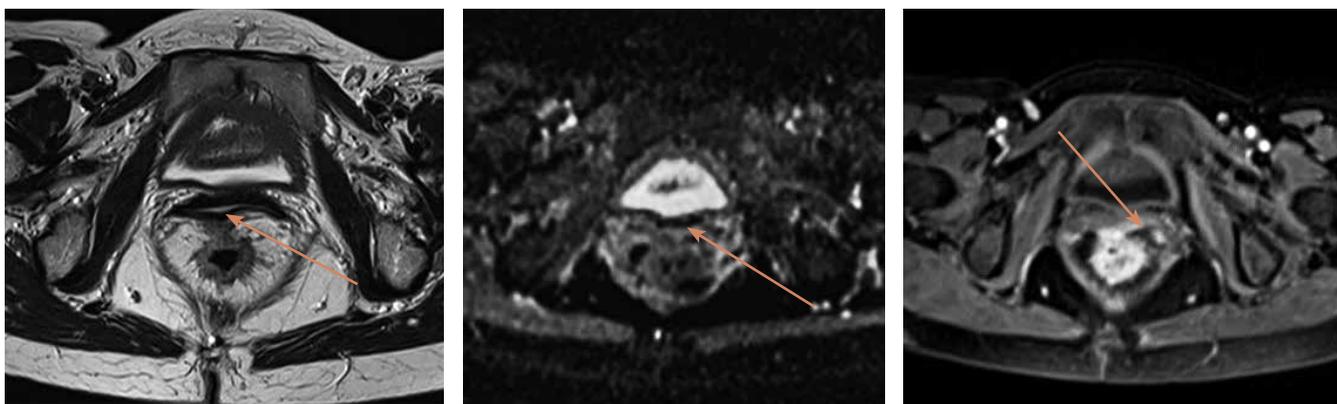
МРТ органов малого таза, T2-взвешенное изображение, ADC карта B800, динамическая МРТ. Аденокарцинома прямой кишки, инфильтрация стенки влагалища (указано стрелкой)
